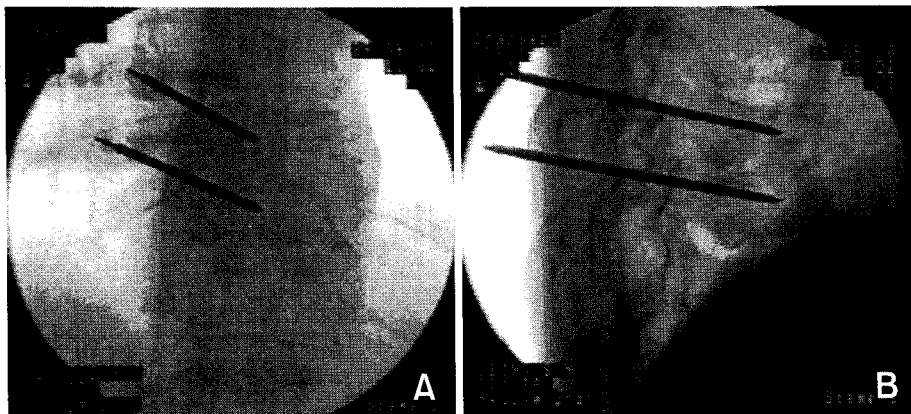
Anteroposterior radiograph (A) and lateral radiograph (B) show the needle positions for vertebroplasty using the new approach.
